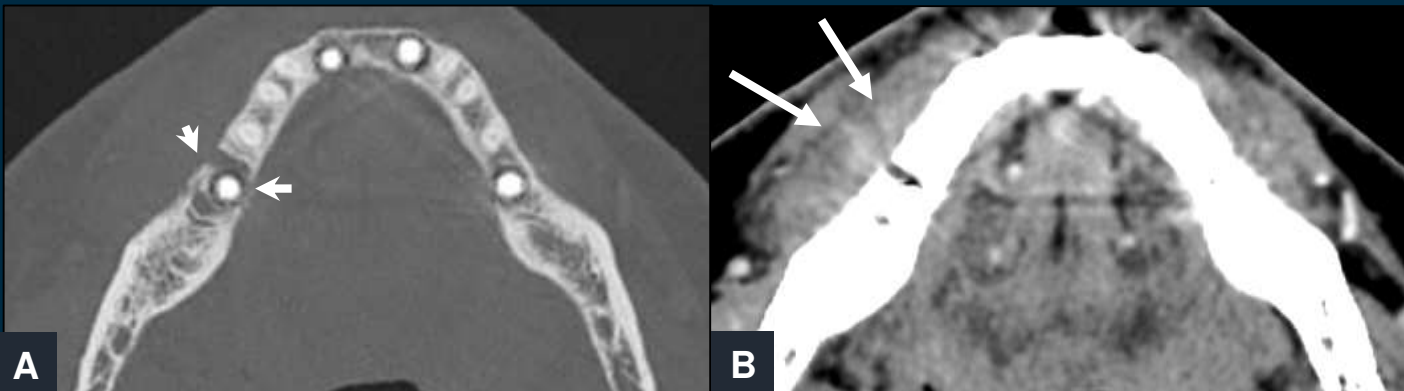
Imagen de TC axial, ventana de partes blandas (A) y hueso (B). En cuarto cuadrante, adyacente al implante más posterior se objetiva un engrosamiento de partes blandas (flechas) así como una lucencia ósea en torno al implante, en relación con periimplantitis (puntas de flecha).
